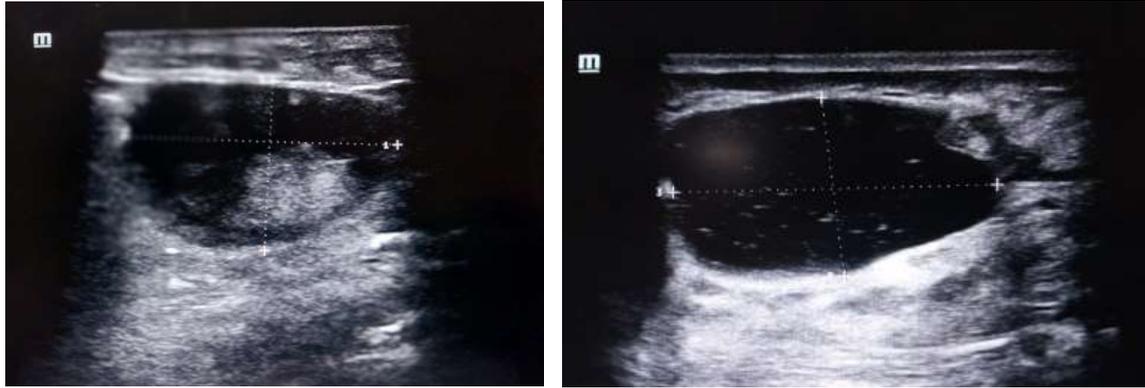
Double composante solido-kystique, Paroi épaissie, plusieurs nodules pariétaux, vascularisés au Doppler couleur, La lésion est probablement maligne classée BI-RADS 4, microbiopsie indispensable.
